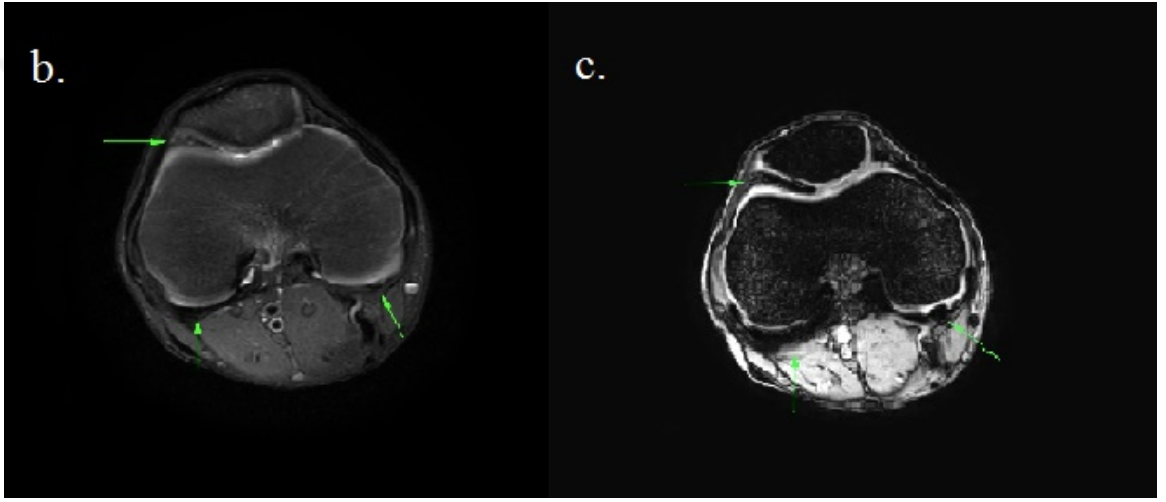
27 yaşında normal hastaya ait sol diz MR incelemesinde Aksiyal SWI magnitude imaj(a), faz imaj (b), aksiyal yağ baskılı T2 ağırlıklı (c), sagittal T1 ağırlıklı (d) MRI görüntüleri.
